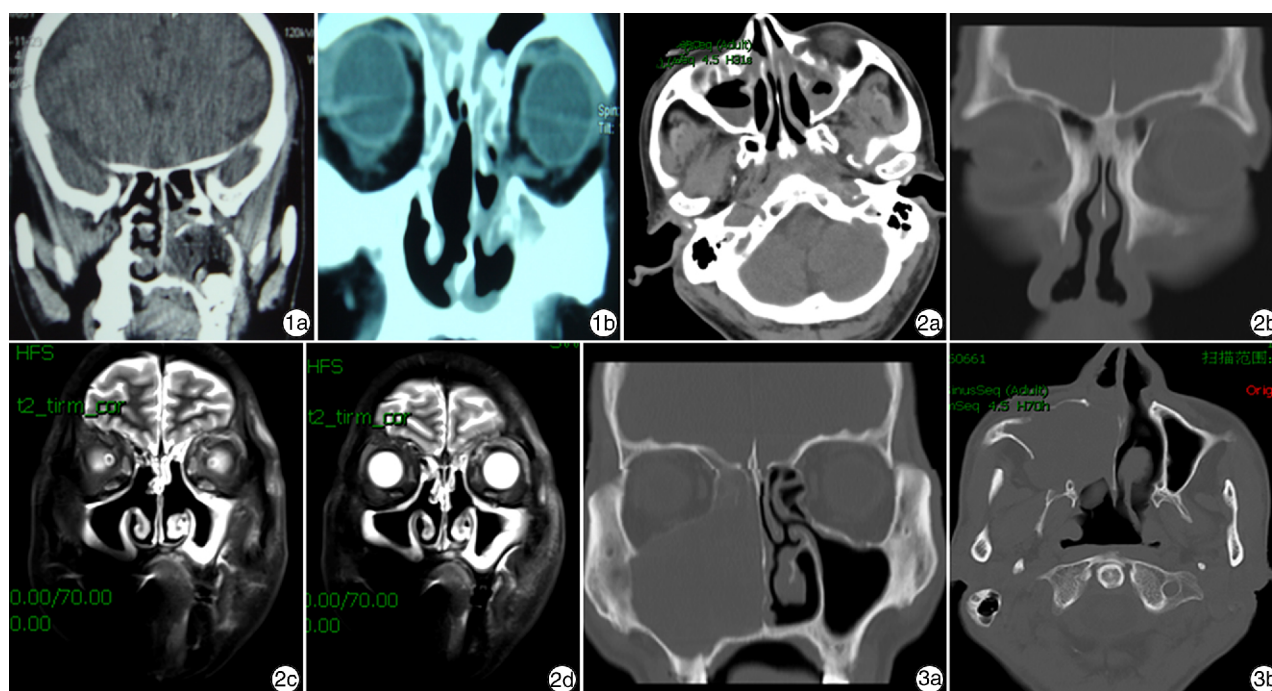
例1患者的CT图像 1a:术前外院CT图像,左侧上颌窦、筛窦及鼻腔占位病变,骨质吸收破坏明显;1b:术后1周我院复查图像; 图2 例2患者的CT及MRI图片 2a、2b:第1次术前CT图片;2c、2d:第2次手术及放化疗后MRI图片; 图3 例3患者术前CT图片 3a:冠状位;3b:轴位。
